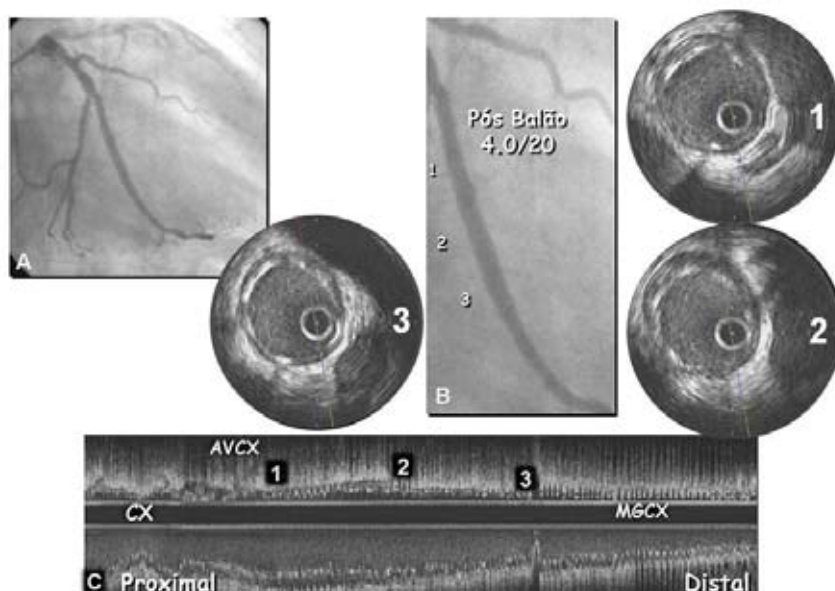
Angiografía y ultrasonido mostrando una aposición satisfactoria después de la angioplastia con catéter balón
